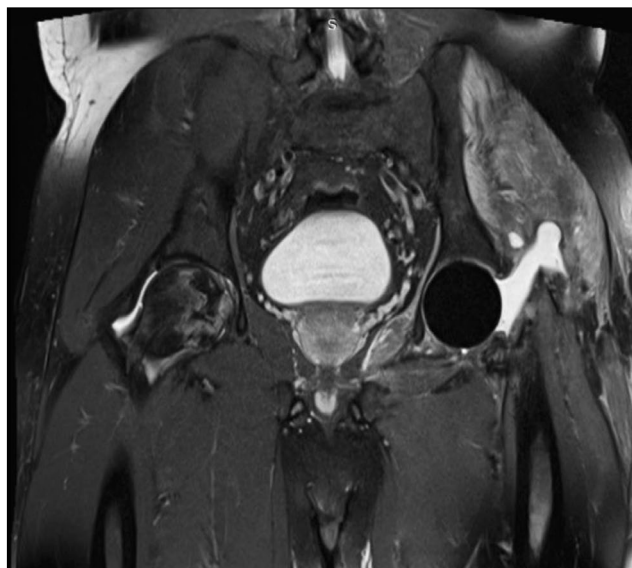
Послеоперационная магнитно-резонансная томограмма тазобедренных суставов пациента С., 38 лет, в коронарной проекции.
